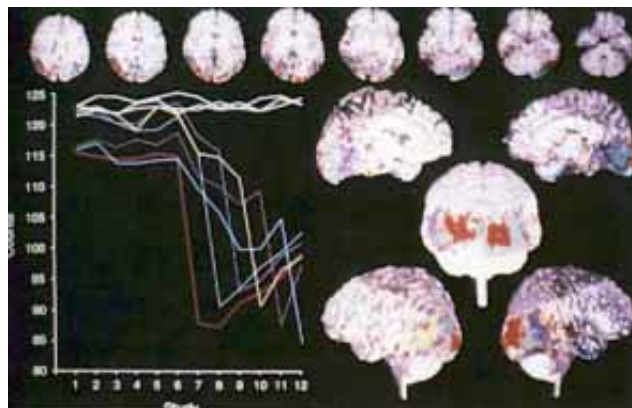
RM con PET. Comportamiento del FSCr en el dolor de cabeza.
